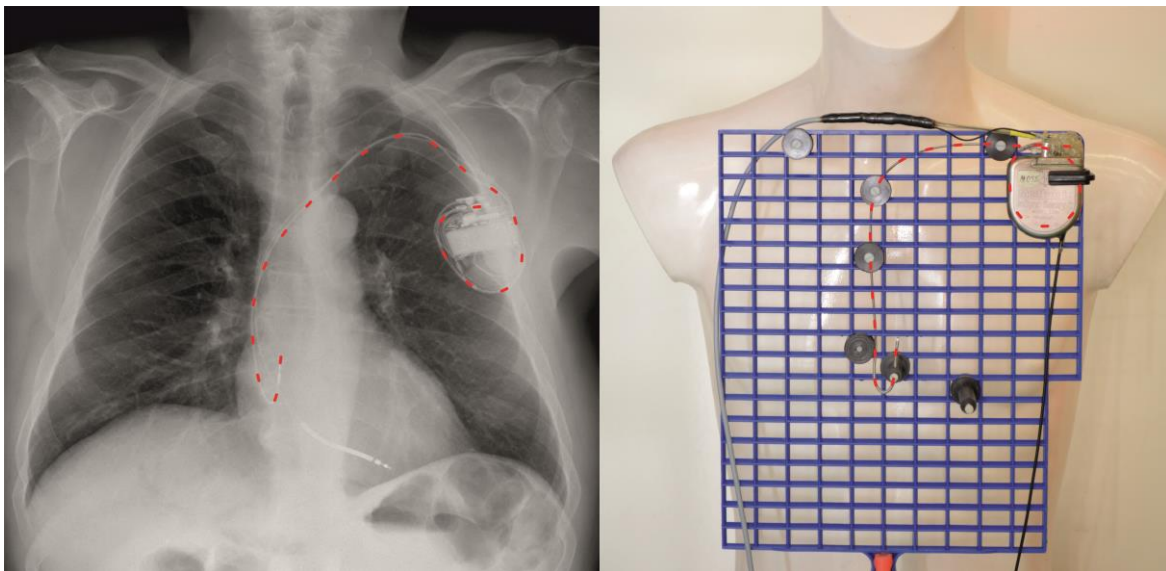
Frontale Ansicht der hier beispielhaft nachgebildeten linkspektoralen atrialen Sondenlage im Messphantom (rechts) im Vergleich zu einer Röntgen-Thorax-Aufnahme eines Menschen mit kardialem Implantat (links).
